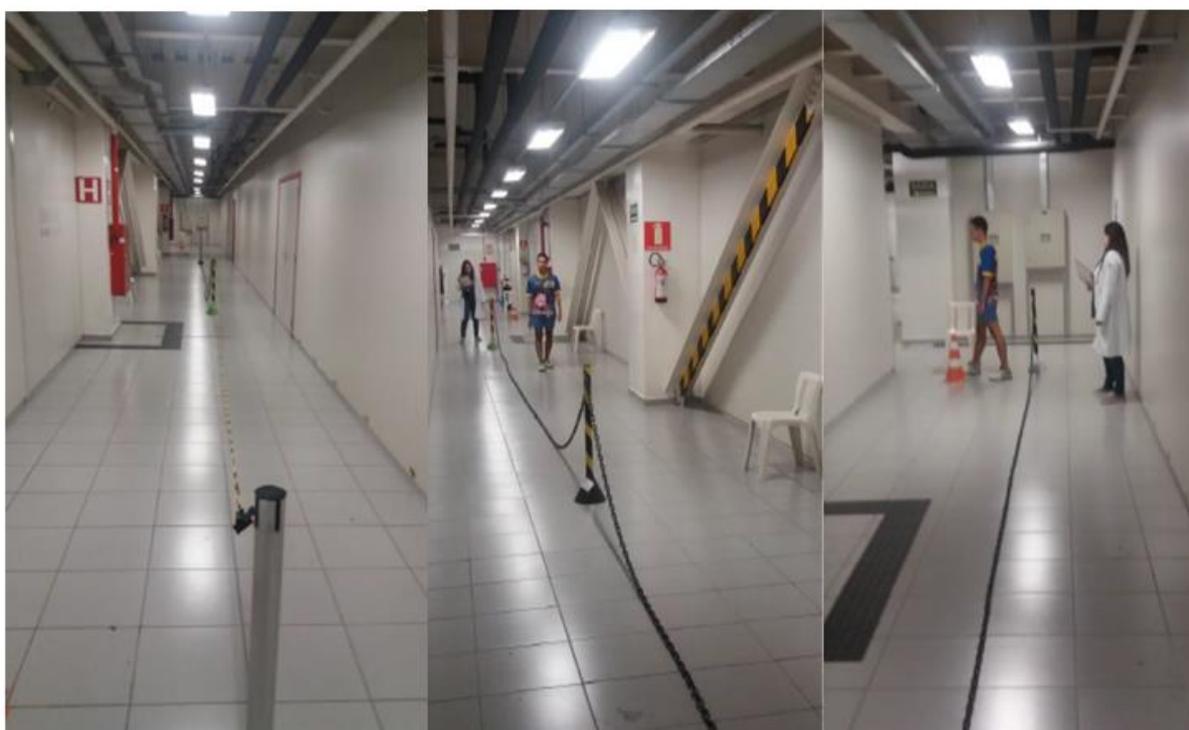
Representação do corredor para o TC6
